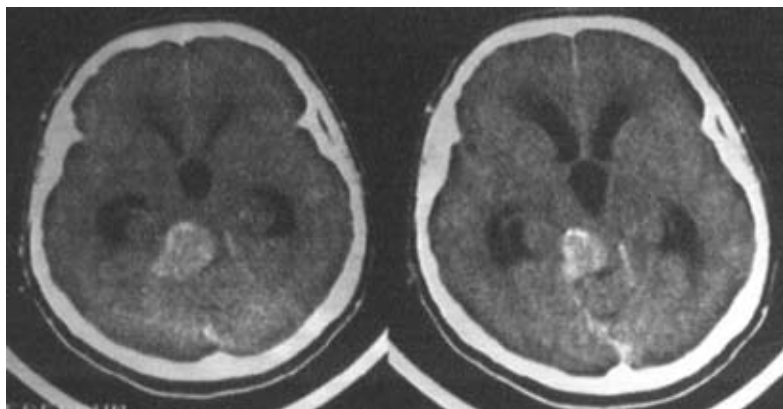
КТ-картина менингиомы свободного края намета мозжечка латерального расположения
